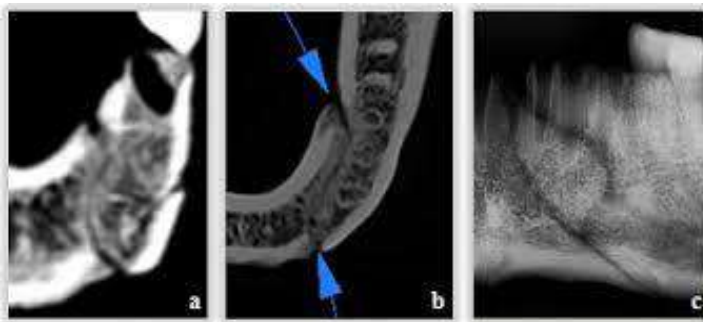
Комп'ютерна томографія хибного суглобу нижньої щелепи
